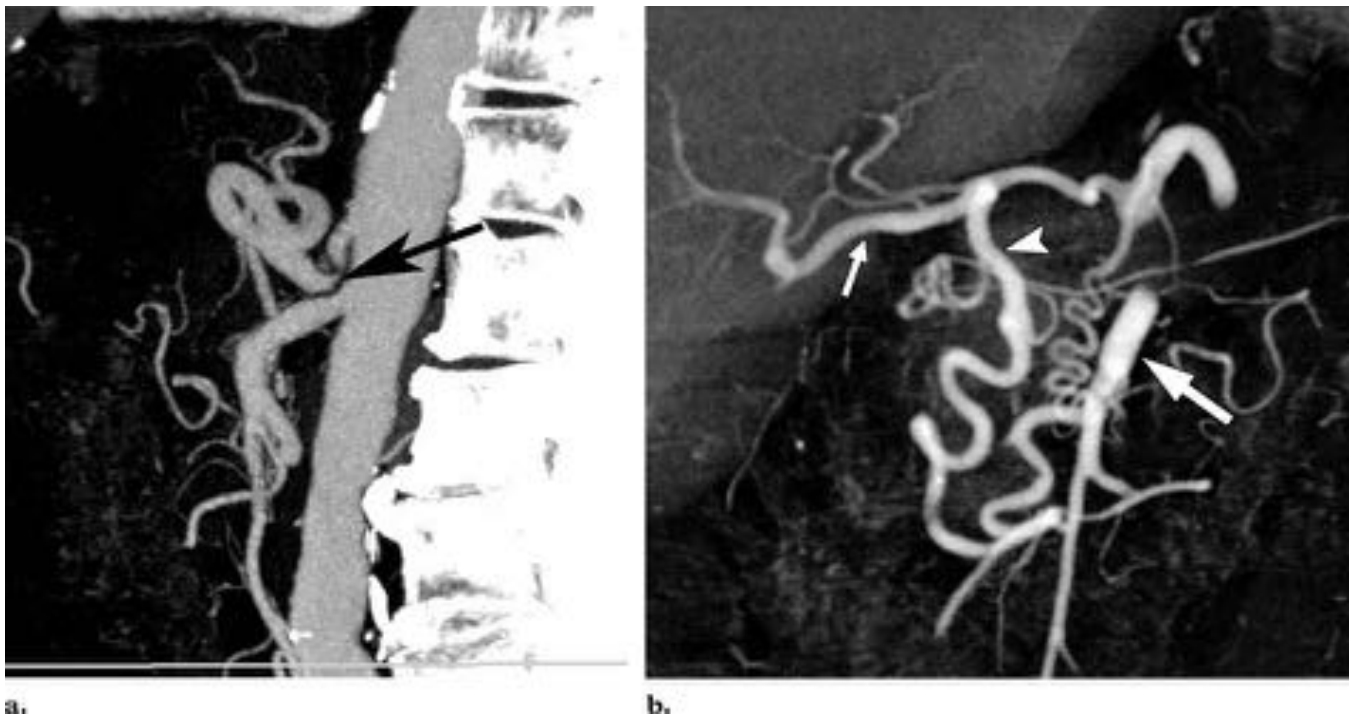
(a) reconstrucción 3D sagital, angulación y estrechamiento de la porción proximal del tronco celiaco (flecha), en relación con síndrome del ligamento arcuato (b) Angio-TC coronal del mismo paciente muestra colateralidad prominente y dilatación de la arteria gastroduodenal (cabeza de flecha), que esta aportando la sangre a la arteria hepática común (flecha pequeña) desde la arteria mesentérica inferior (flecha grande)
